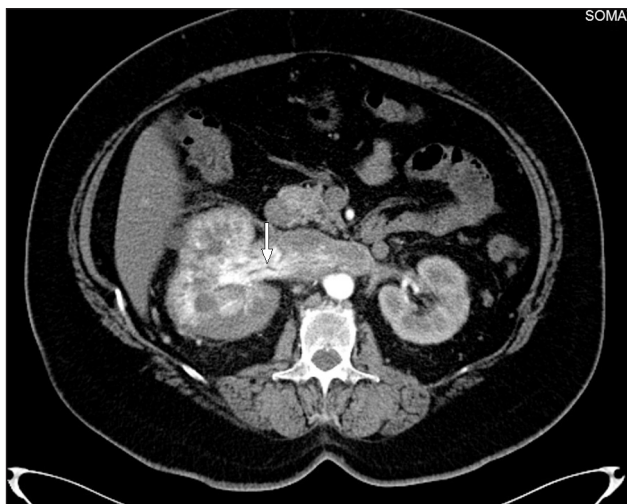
Компьютерная томограмма больной В., 60 лет, с опухолью правой почки, выполненная на амбулаторном этапе. В артериальную фазу на уровне правой почечной вены отчетливо видна артериализация опухолевого тромба (стрелка)
